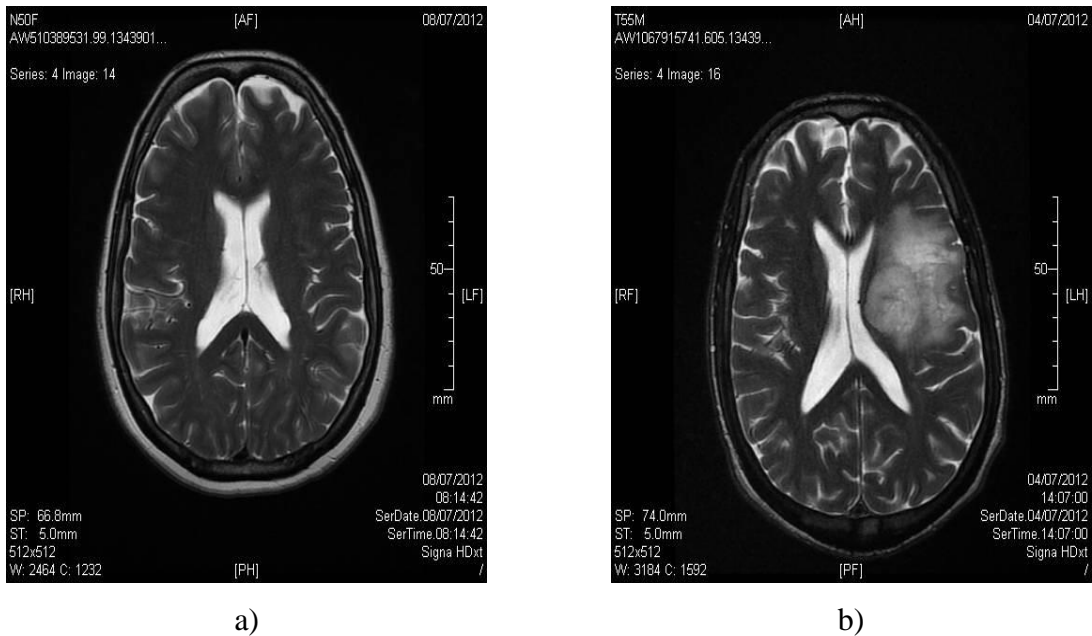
IRM axial d'une personne. a) saine, b) touché par une tumeur.
